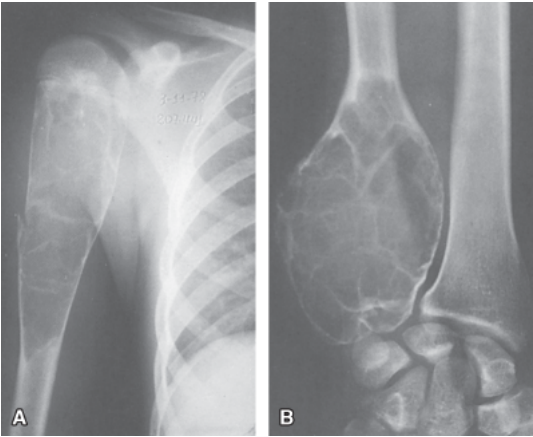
Cisto ósseo. A. Cisto ósseo simples. Na radiografia do braço, nota-se extensa lesão lítica no úmero, com fratura patológica. B. Cisto ósseo aneurismático. Radiografia do punho evidenciando lesão cística, expansiva, no terço inferior da ulna.
